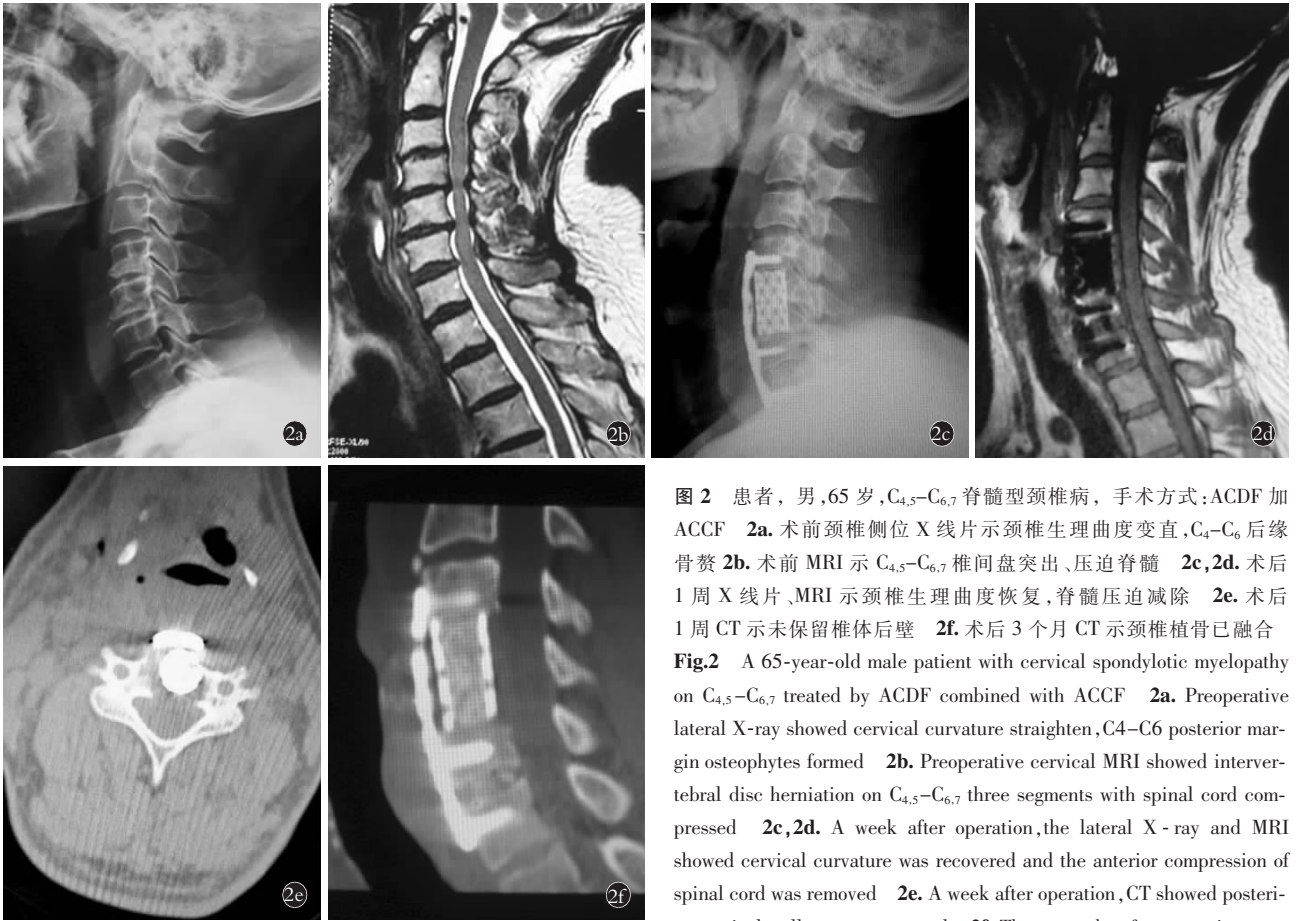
患者,男,65岁,C_{4,5}-C_{6,7}脊髓型颈椎病,手术方式:ACDF加ACCF 2a.术前颈椎侧位X线片示颈椎生理曲度变直,C₄-C₆后缘骨赘 2b.术前MRI示C_{4,5}-C_{6,7}椎间盘突出、压迫脊髓 2c,2d.术后1周X线片、MRI示颈椎生理曲度恢复,脊髓压迫解除 2e.术后1周CT示未保留椎体后壁 2f.术后3个月CT示颈椎植骨已融合
